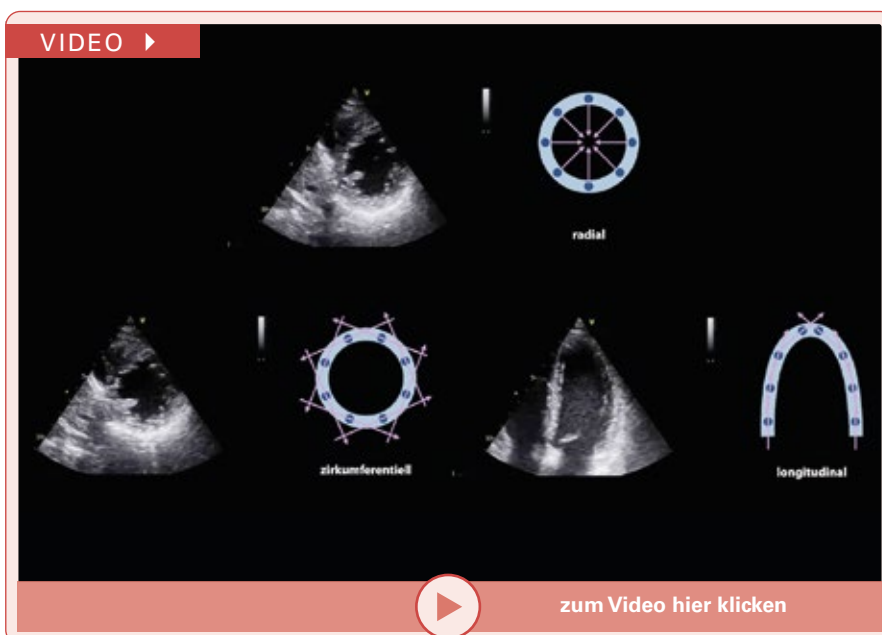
Abbildung und Video 1: Myokardiale Mechanik des LV dargestellt in parasternalen Kurzachsenschnitten und im apikalen Vierkammerblick.
